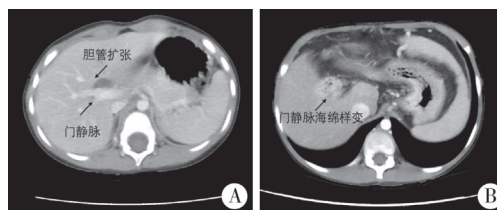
胆总管囊肿根治术前后 CT 图 A:胆总管囊肿根治术前,胆管扩张,门静脉显示正常;B:胆总管囊肿根治术后,门静脉海绵样变(病例 5)
